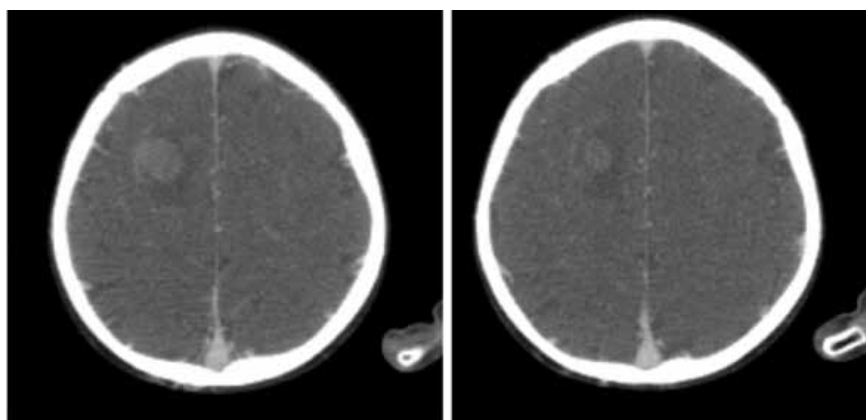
КТ головного мозга с контрастным усилением: в конвекситальных отделах правой лобной доли гиперденсный очаг 16 × 13 мм с умеренно выраженным перифокальным отеком, вероятно, метастаз.
